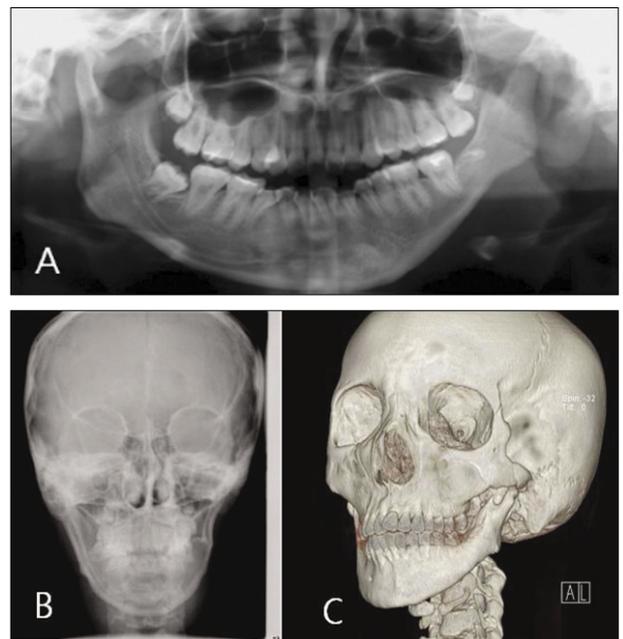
Panoramic view A shows hypoplastic left mandibular body, angle, ramus and coronoid process, and preoperative posteroanterior view B and 3-dimensional computed tomography C show left facial hypoplasia.
